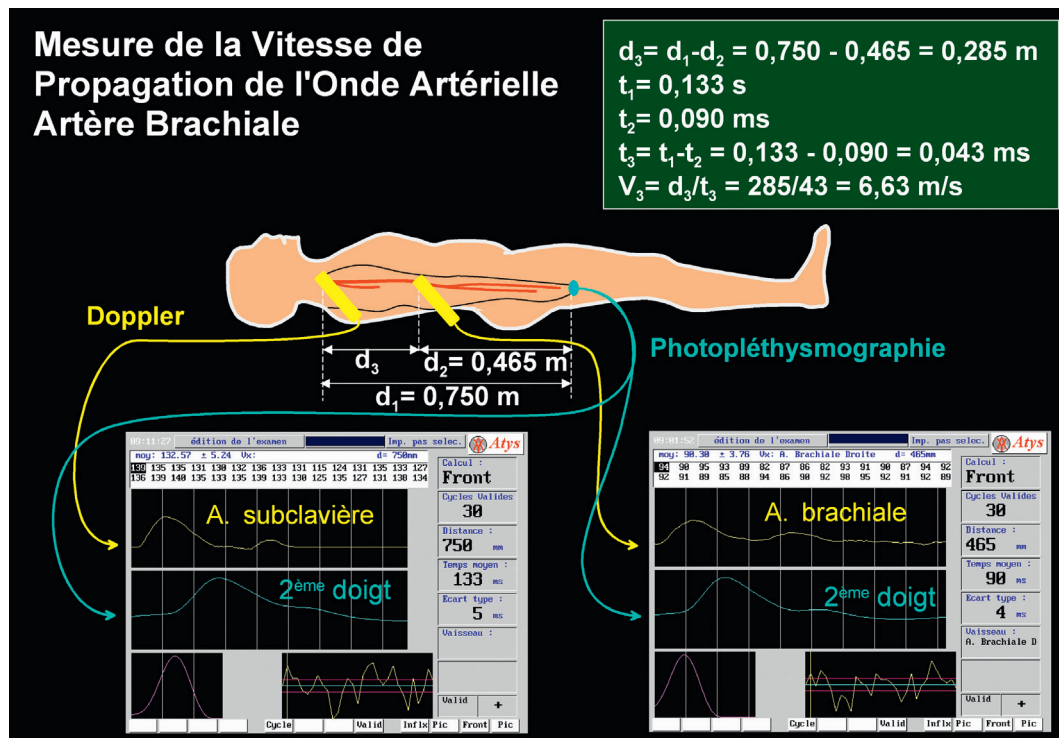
Mesure de la vitesse de propagation de l'onde artérielle au membre supérieur à partir du signal Doppler obtenu successivement sur l'artère subclavière et l'artère brachiale au coude, et du signal photopléthysmographique recueilli sur l'index. Le calcul du délai repose sur l'intercorrélacion de ces signaux.
